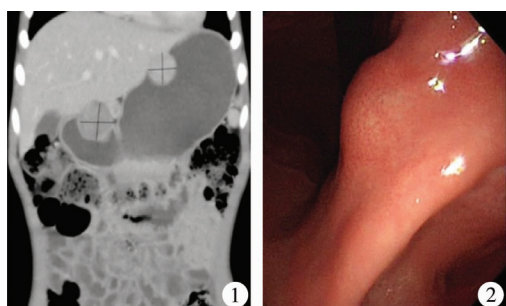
胃肠道间质瘤患儿(病例1)腹部冠状位CT图 胃小弯侧两处肿瘤存在,向腔内外生长,与肝脏毗邻 图2 胃肠道间质瘤患儿(病例2)胃镜图 胃体小弯侧见一3 cm半球形隆起病变,向腔内及腔外突出,表面黏膜光滑
